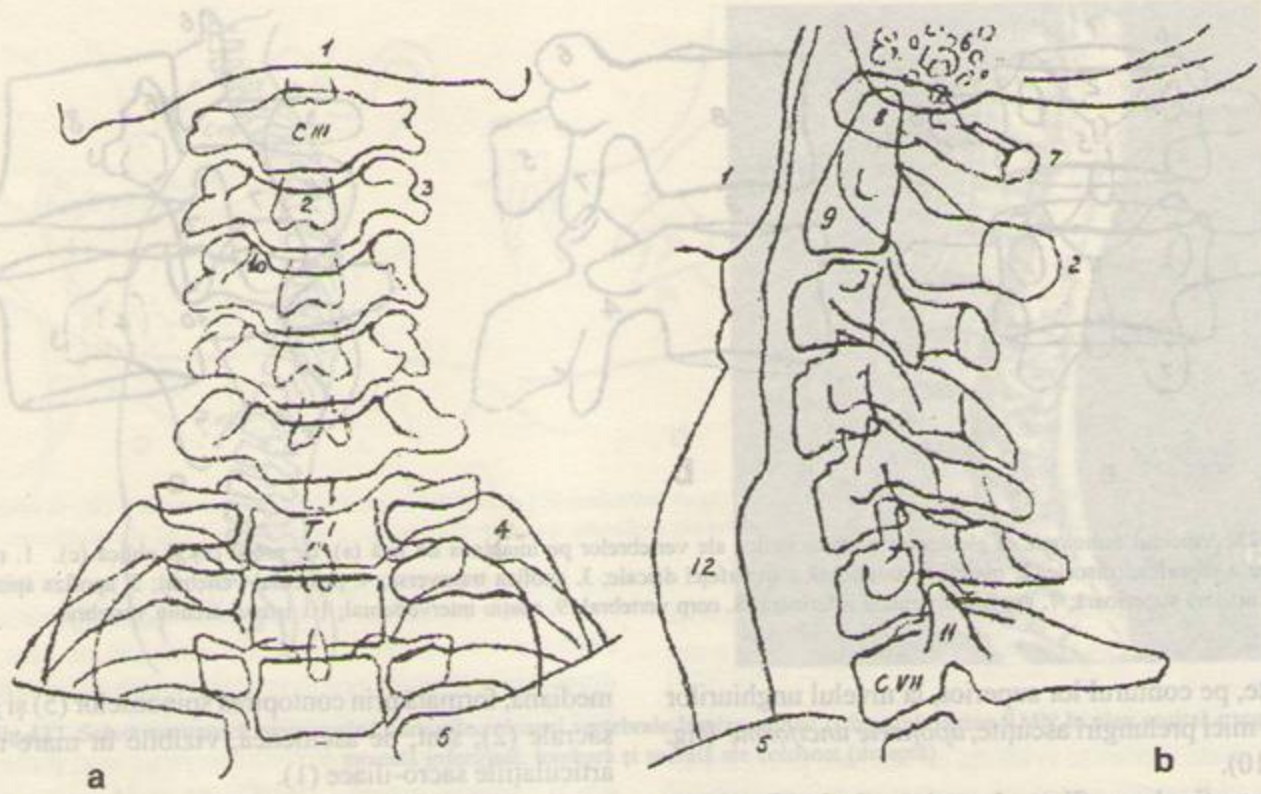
Imaginea radiologică a coloanei cervicale pe radiografia de față (a) și de profil (b). 1. mandibula; 2. apofize spinose; 3. apofize transverse; 4. arcuri costale; 5. clavicule; 6. mastoide; 7. arcul atlasului; 8. odontoida; 9. corpul axisului; 10. apofize unciforme; 11. apofize articulare; 12. traheea.
